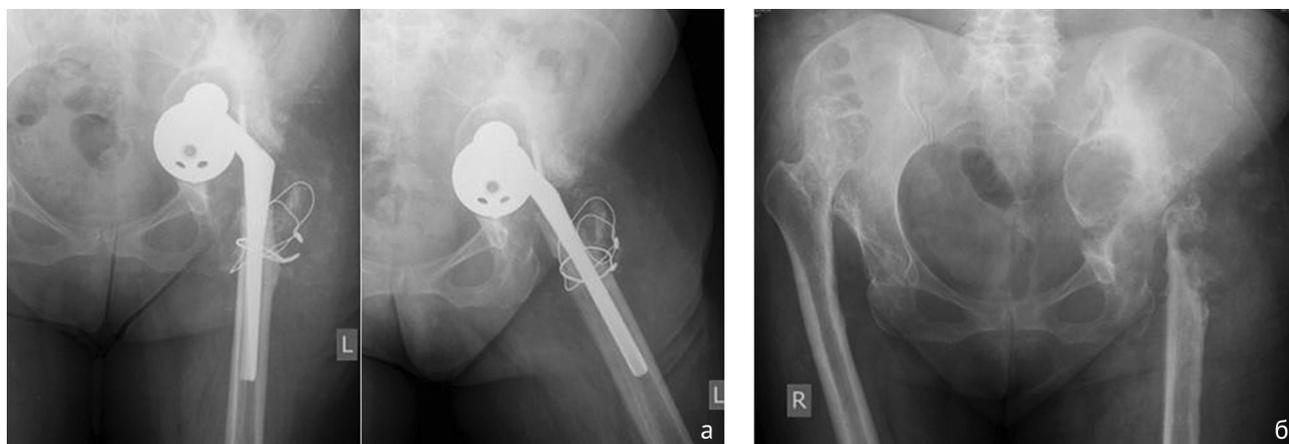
Рентгенограммы таза пациентки С. Ds: нестабильность и разобщение компонентов эндопротеза левого тазобедренного сустава с протрузией вертлужной впадины, комбинированный дефект левой вертлужной впадины, правосторонний диспластический коксартроз: а – до операции; б – после операции
